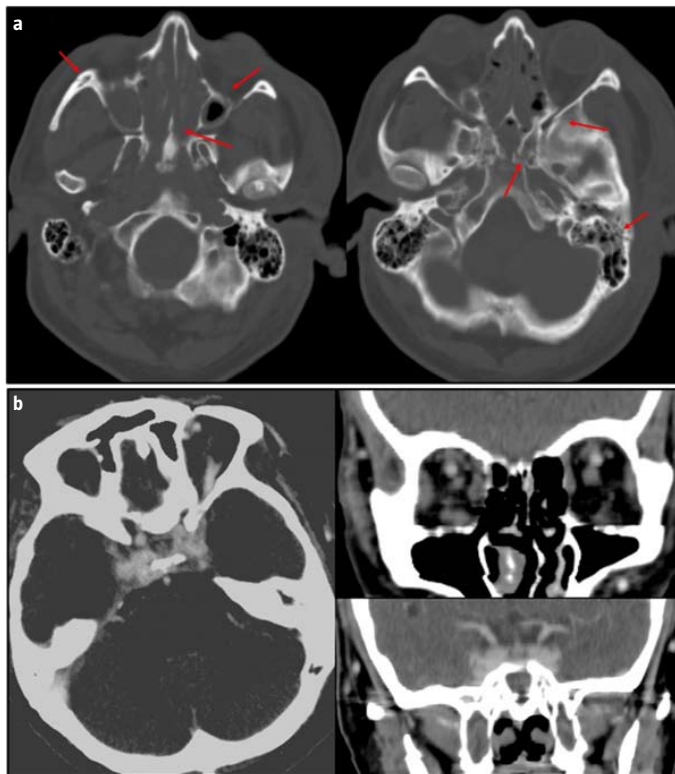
a) Fracturas de la base del cráneo en una tomografía computarizada; b) Angiotomografía computarizada con realce de las venas oftálmicas y los senos cavernosos.
